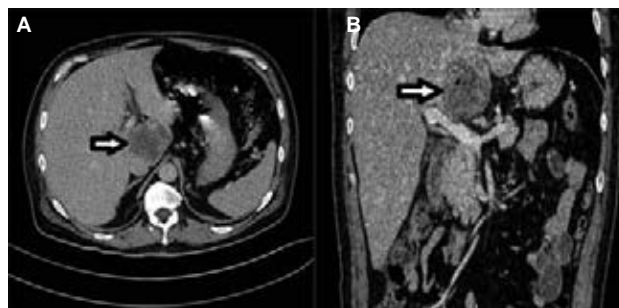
TAC de abdomen: A) corte axial, imagen hipodensa de bordes irregulares en segmento 1 hepático (flecha). B) corte coronal, imagen hipodensa en segmento hepático 1 y su estrecha relación con la vena porta (flecha).
